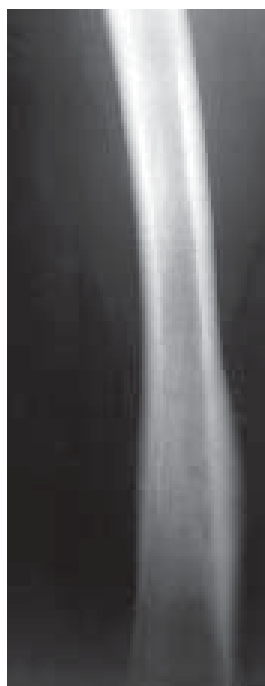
Osteomielita acută. Radiografie gambă LL. Multiple sechestre. Reacție periostală. Traiecte fistuloase.
